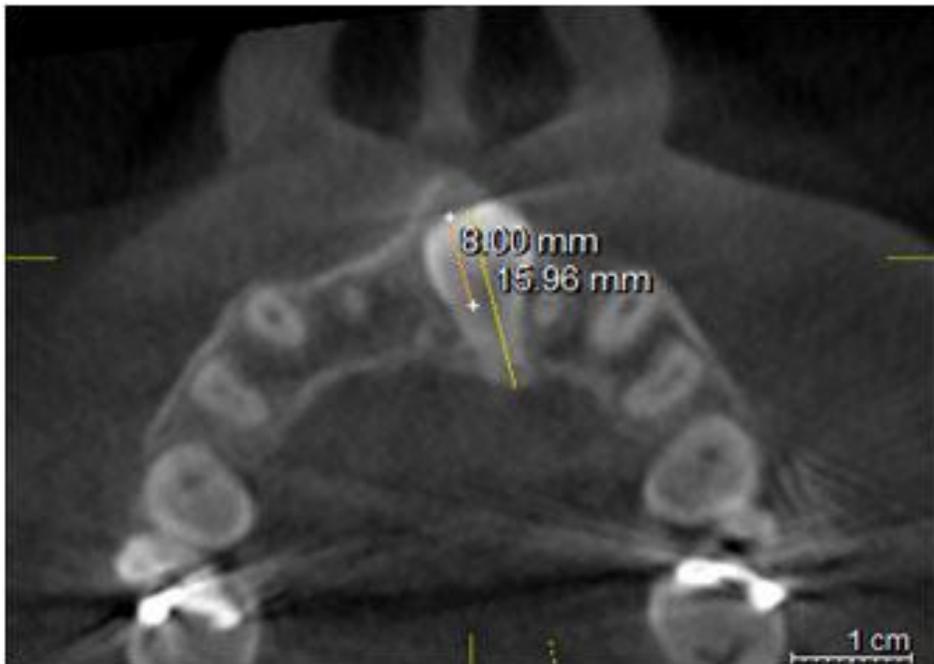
Fotografías del corte de la tomografía cone beam 3D. Donde se muestra que la proporción corona-raíz es de 8: 8.98 mm del incisivo con raíz dislacerada. Lo que hace nuevamente pensar en la imposibilidad de traccionarlo a posición.
